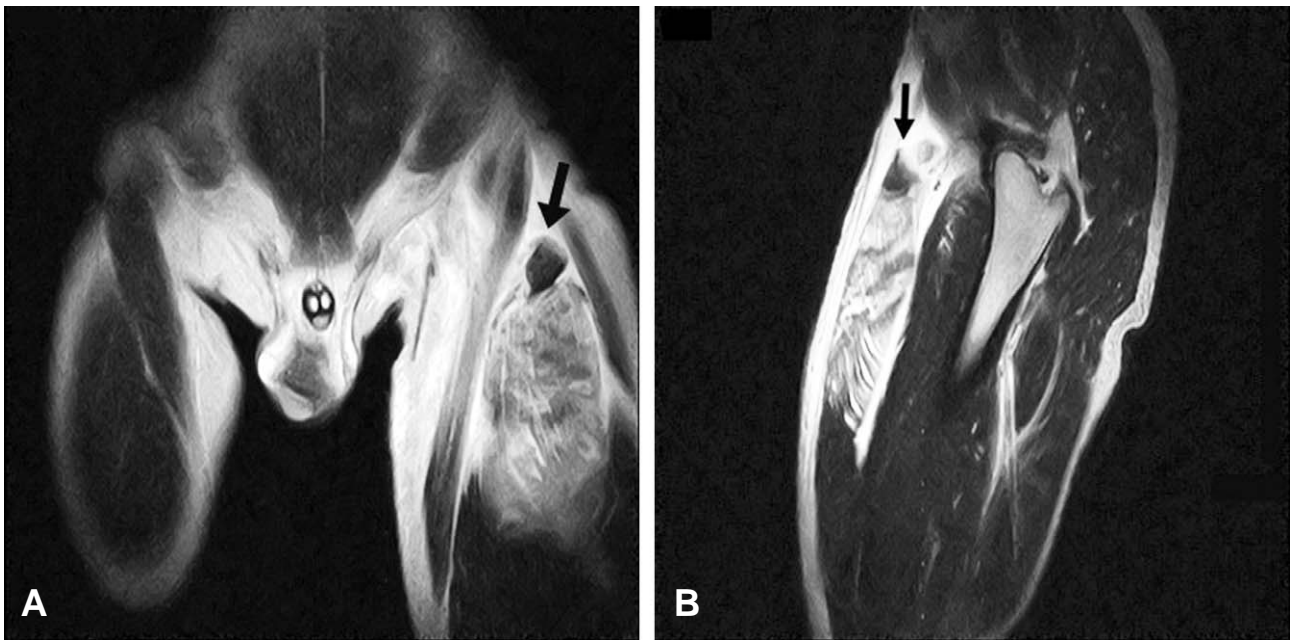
(A) T2-weighted coronal MR image shows avulsion of rectus femoris tendon (closed arrow) and severe edematous change of proximal rectus femoris muscle. (B) T2-weighted sagittal MR image also shows avulsed tendon of rectus femoris tendon (closed arrow) and severe edematous change of proximal rectus femoris muscle.
